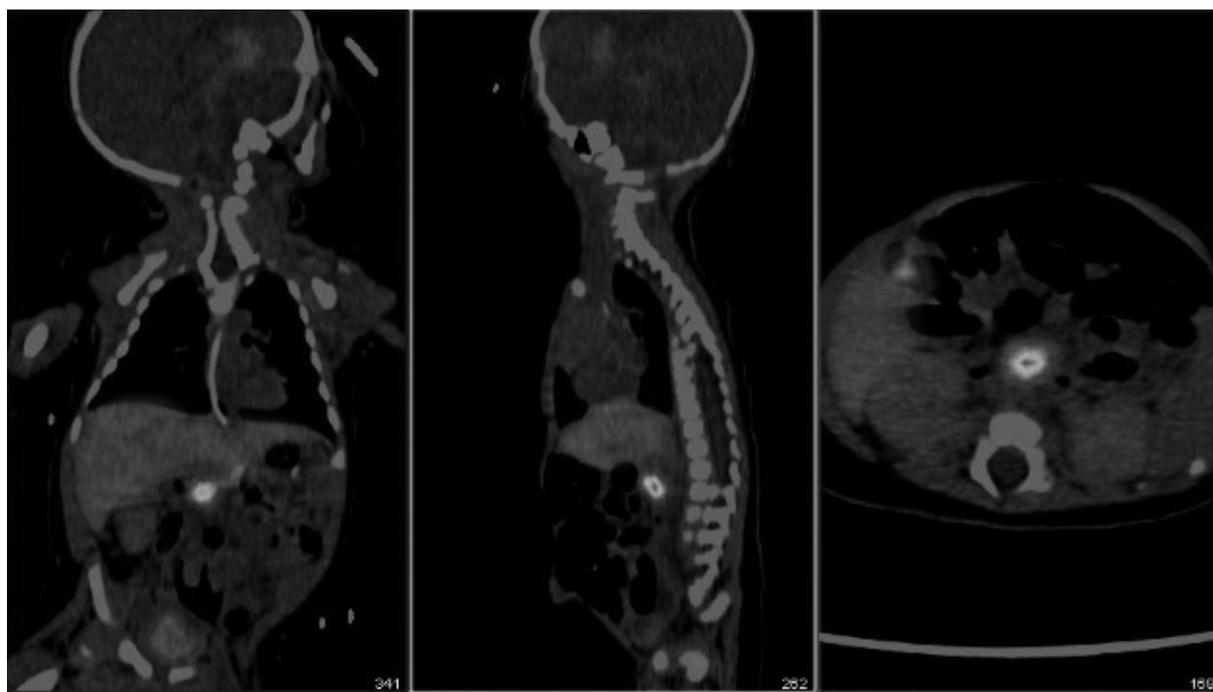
Imagen tomada del PET-TC que muestra una lesión hipercaptante en la cabeza del páncreas.
